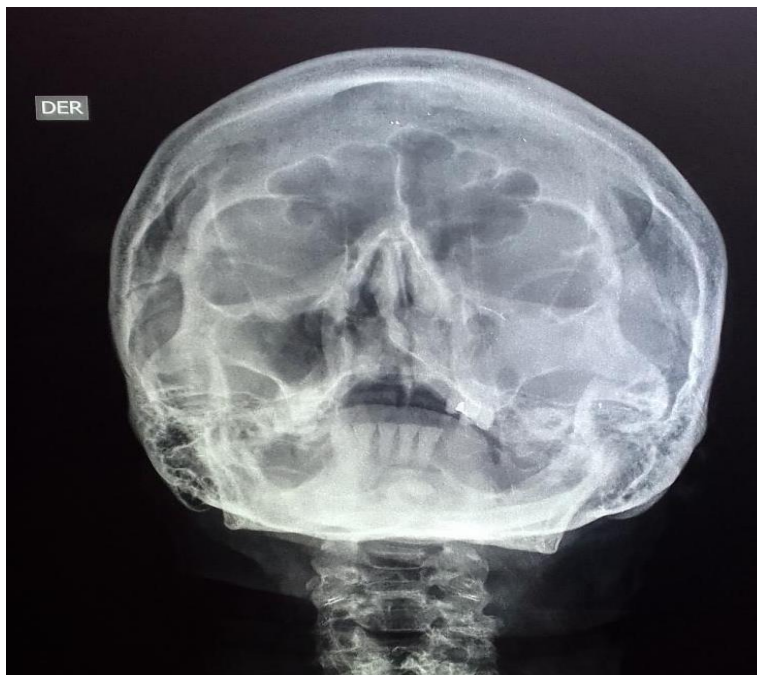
RADIOGRAFIA WATERS
